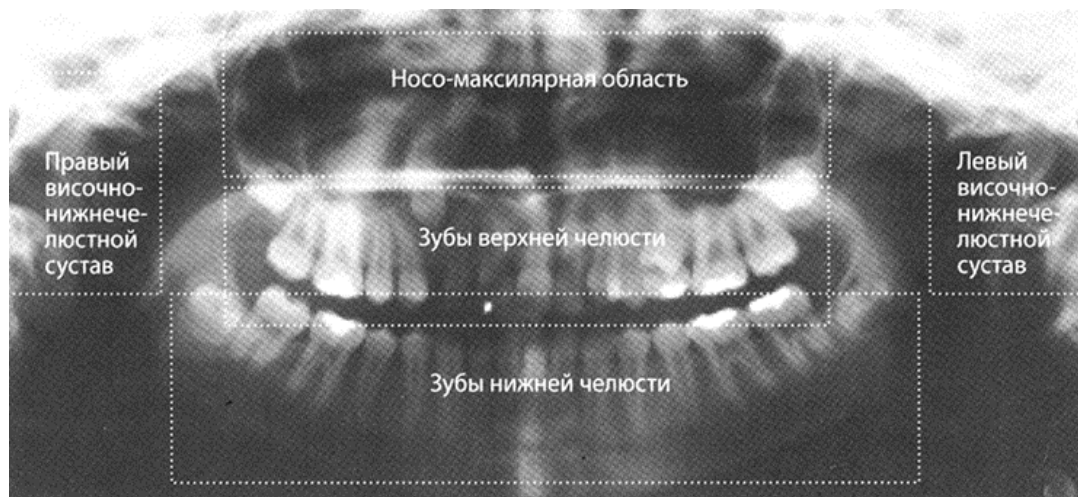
Ортопантомограмма
